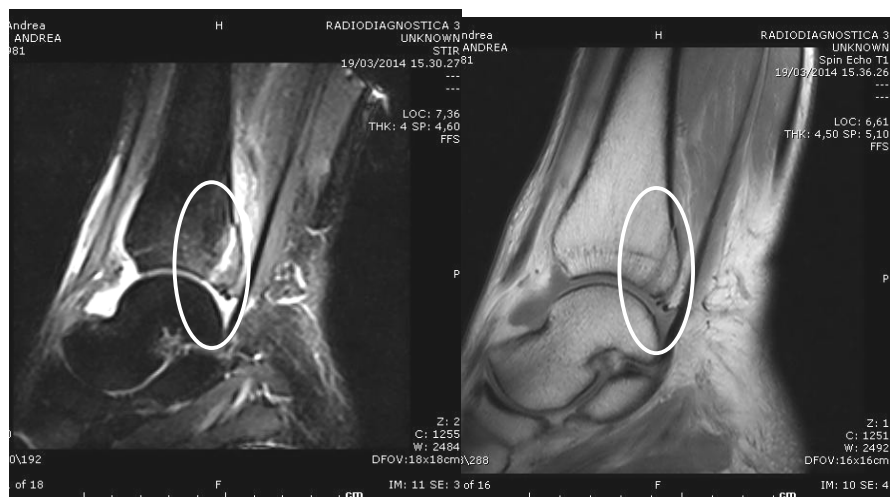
frattura composta del III malleolo visibile ad esame RM
